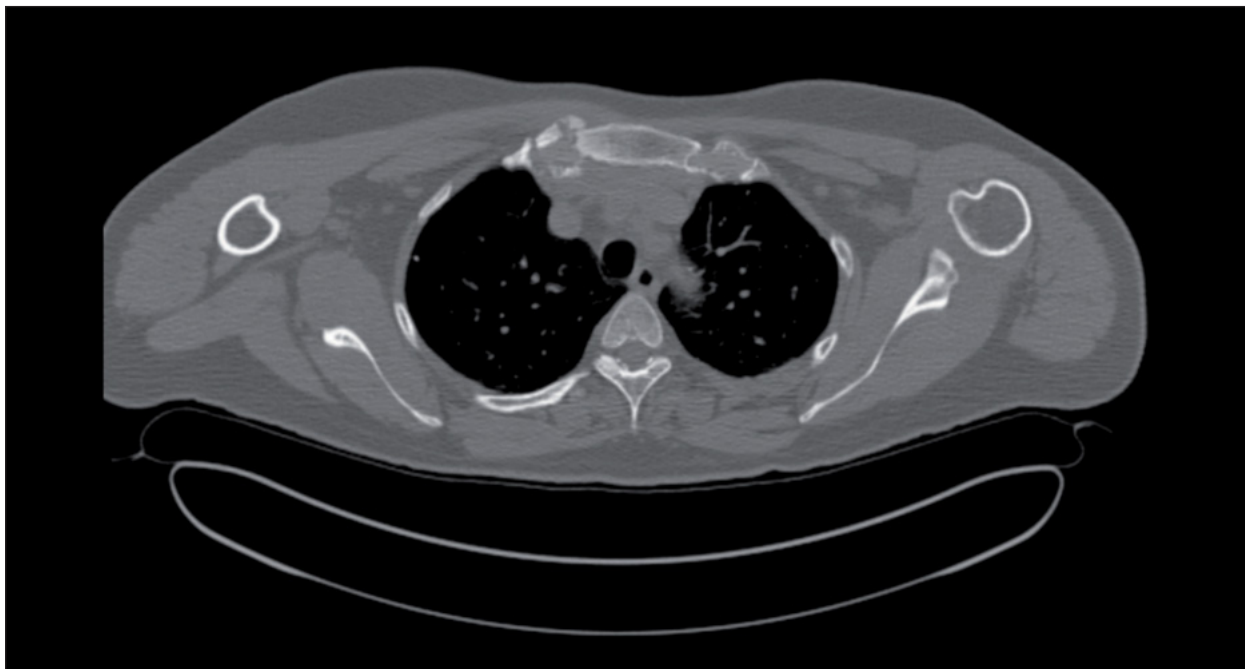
TC de articulaciones esternoclaviculares en la que se aprecia lesión de aspecto lítico y expansivo en porción esternal de 1ª costilla derecha asociada a pequeña masa de partes blandas posterior que engloba a vasos mamarios internos. La imagen corresponde a la misma paciente de las figuras 1, 4, 5 y 6*
